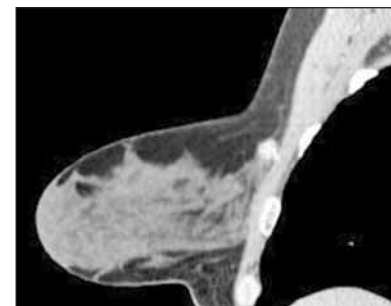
МСКТ-маммограмма в сагиттальной проекции (венозная фаза контрастирования). РМЖ. Пристеночное расположение опухоли с прорастанием мягких тканей передней грудной стенки. Определяется накопление контрастного вещества в узловом образовании. В молочной железе визуализируется хорошо развитая железистая ткань
